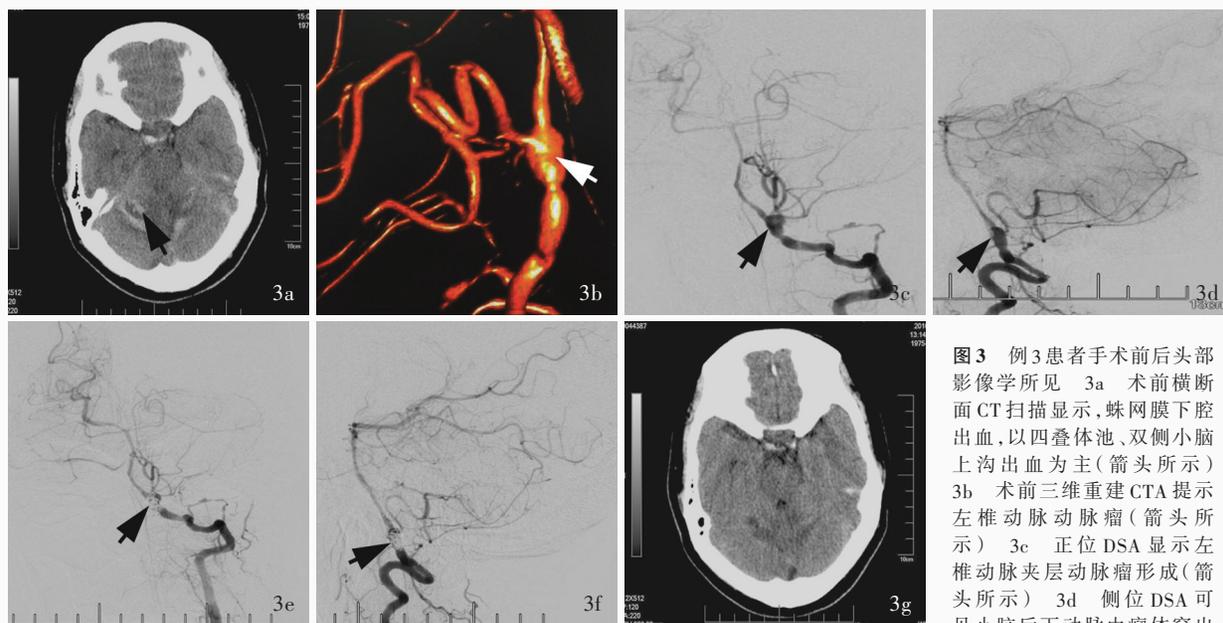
例3患者手术前后头部影像学所见 3a 术前横断面CT扫描显示,蛛网膜下腔出血,以四叠体池、双侧小脑上沟出血为主(箭头所示) 3b 术前三维重建CTA提示左椎动脉动脉瘤(箭头所示) 3c 正位DSA显示左椎动脉夹层动脉瘤形成(箭头所示) 3d 侧位DSA可见小脑后下动脉由瘤体穿出(箭头所示) 3e 术后即刻左椎动脉DSA显示栓塞率达Raymond III级(箭头所示) 3f DSA显示小脑后下动脉血流通畅(箭头所示) 3g 术后第2天横断面CT提示蛛网膜下腔出血较术前明显减少
